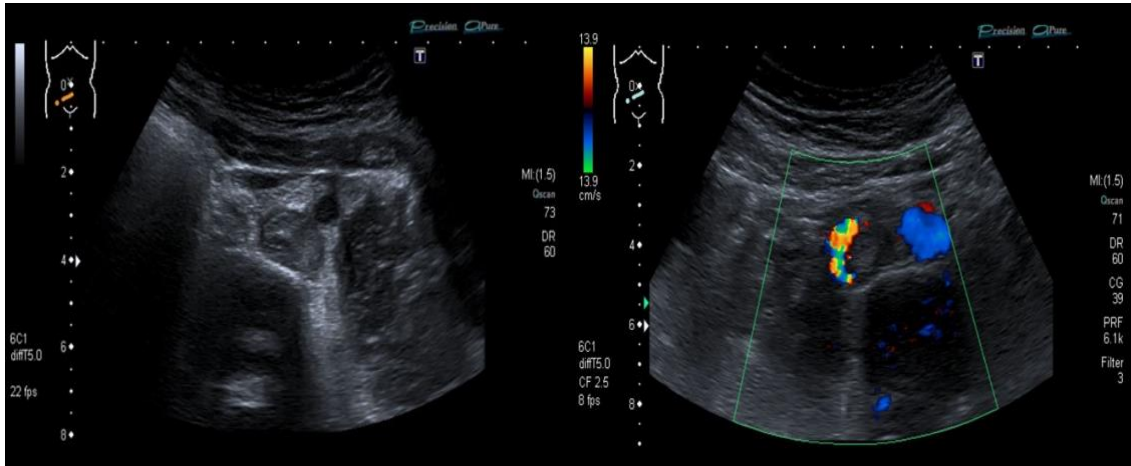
Sonographie einer Vena cava inferior Thrombose im Querschnitt
